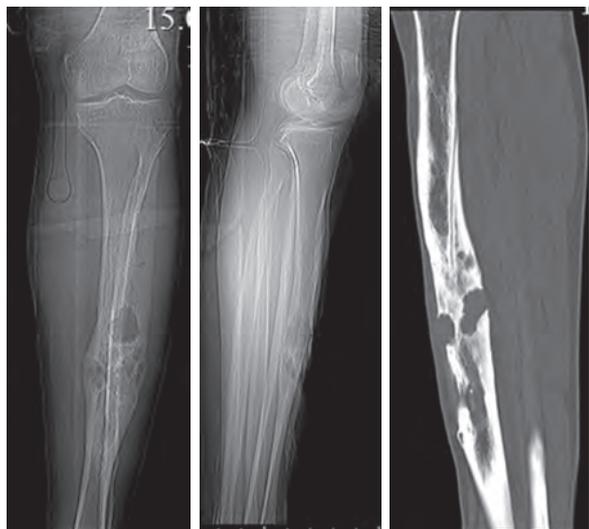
Результаты компьютерной томографии пациента Б. до операции: сканограммы левой голени во фронтальной и сагиттальной плоскостях, MPR-реконструкция в косой фронтальной плоскости
